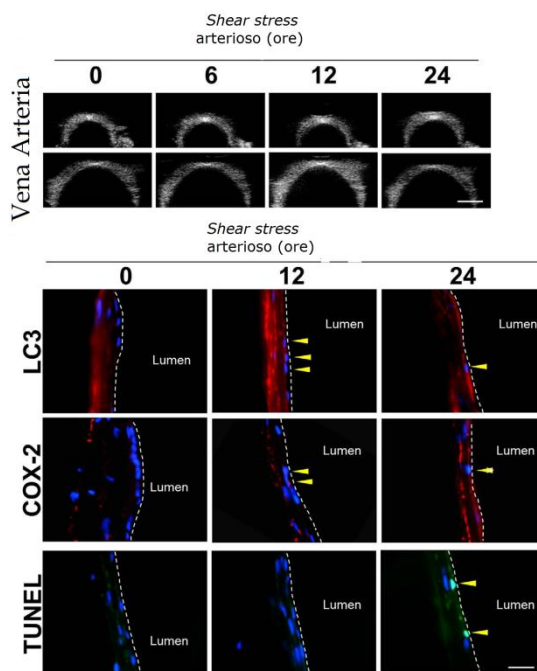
Danno indotto dallo *shear stress* arterioso sull'endotelio. Nel pannello superiore immagini dell'ecografo che mostrano come la stimolazione venosa provochi differenze solo nelle vene e non nelle arterie. Nel pannello inferiore l'immunofluorescenza su sezioni trasversali di tessuto venoso dimostra che lo *shear stress* arterioso induce autofagia delle EC (colore rosso per l'espressione dei marcatori LC3 e COX-2) e apoptosi (le cellule positive al saggio tunel sono in verde). Adattato da [47].
